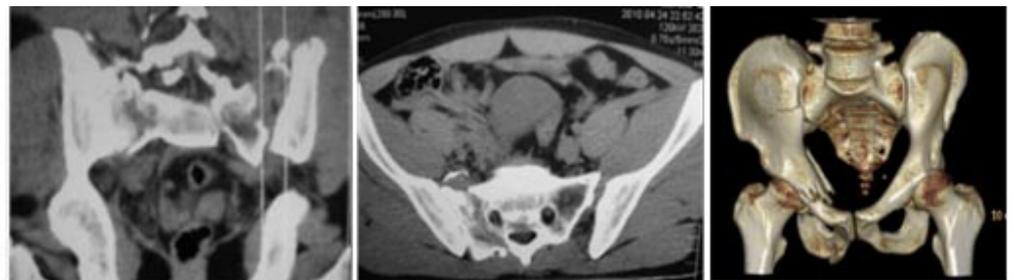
Tomografía axial computada cortes coronales y axiales y reconstrucción ósea 3D.
